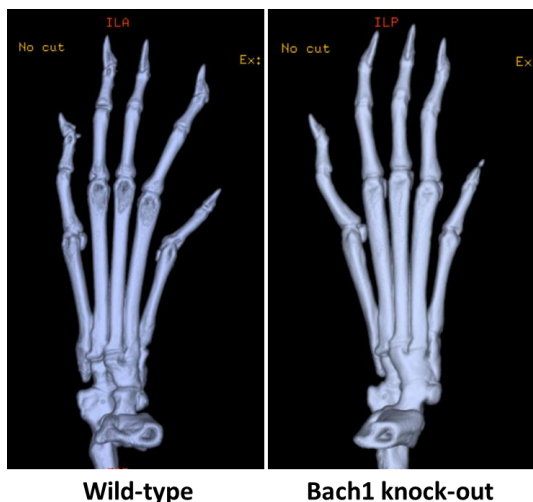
野生型および Bach1 欠損マウスにおけるマイクロ CT 所見の比較
